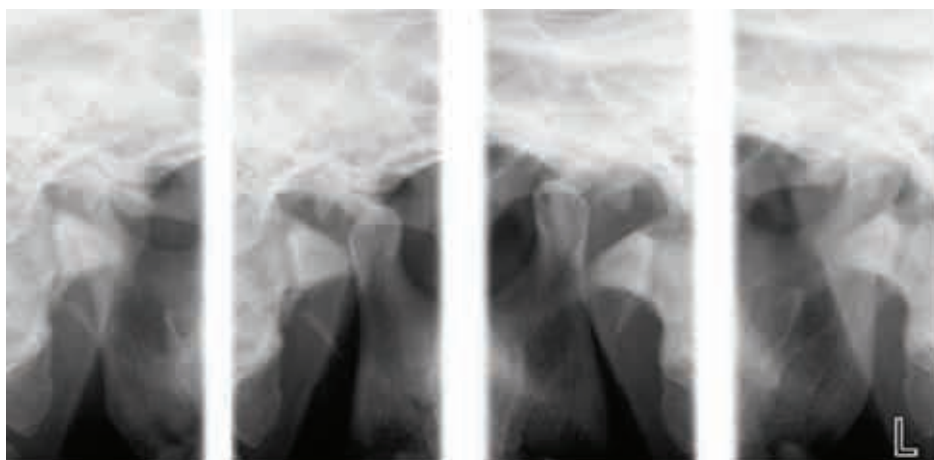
Radiografía transcraneal.
